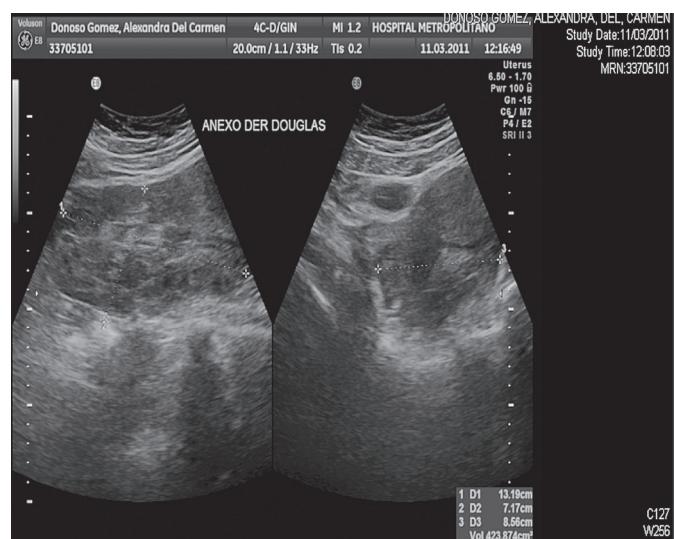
Ecografía transvaginal con evidencia de líquido libre en saco de Douglas.
